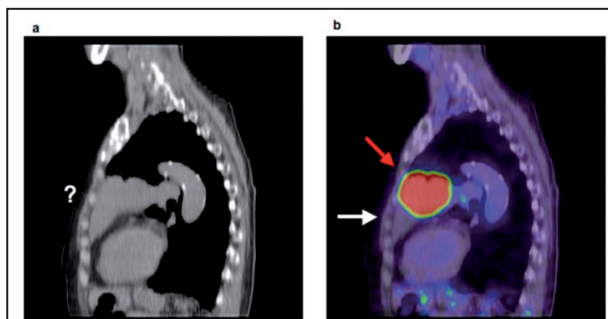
Carcinome pulmonaire à grandes cellules localisé au niveau du lobe supérieur gauche. Le CT seul (a : vue sagittale) ne nous permet pas de différencier la tumeur de l'atélectasie en amont. L'image de fusion PET/CT réalisée (b : vue sagittale, la flèche rouge pointe la lésion tumorale hyperactive, la flèche blanche pointe la zone d'atélectasie) permet d'individualiser la tumeur et de mieux la délimiter.
